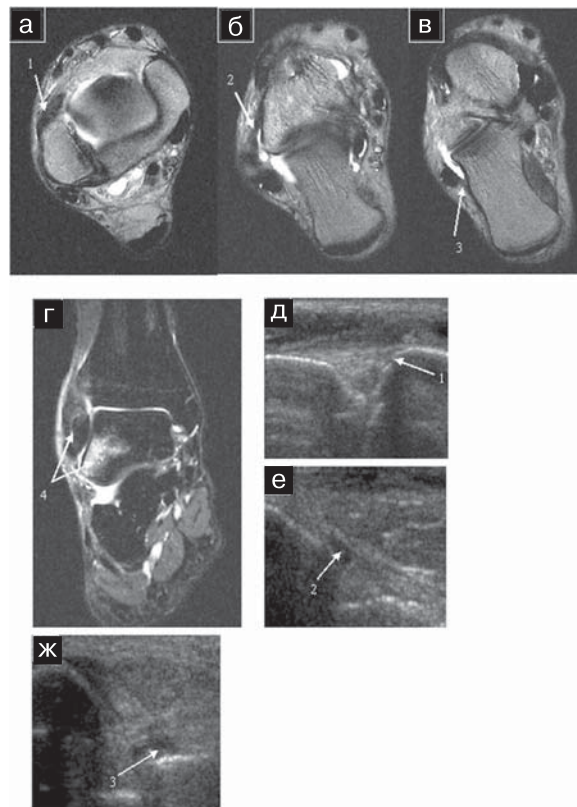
Неполный разрыв *lig. tibiofibulare anterius* (1), *lig. talofibulare anterius* (2), *lig. calcaneofibularis* (3), ушиб костного мозга латеральной лодыжки и блока таранной кости (4): а, б, в — аксиальные МРТ в T₂-ВИП: визуализируется утолщение связок, гетерогенность структуры, нечеткость контуров, перифокальный отек мягких тканей; г — коронарная МРТ в режиме STIR: определяются гиперинтенсивные очаги в блоке таранной кости и латеральной лодыжке; д — УЗИ переднего отдела голеностопного сустава: нарушение фибриллярной структуры *lig. tibiofibulare anterius* в месте прикрепления связки к малоберцовой кости (1); е — УЗИ латерального отдела: гипэхогенный фокус *lig. talofibulare anterius* в месте прикрепления к латеральной лодыжке (2), ж — УЗИ латерального отдела: гипэхогенный фокус *lig. calcaneofibularis* в месте прикрепления к пяточной кости (3).
